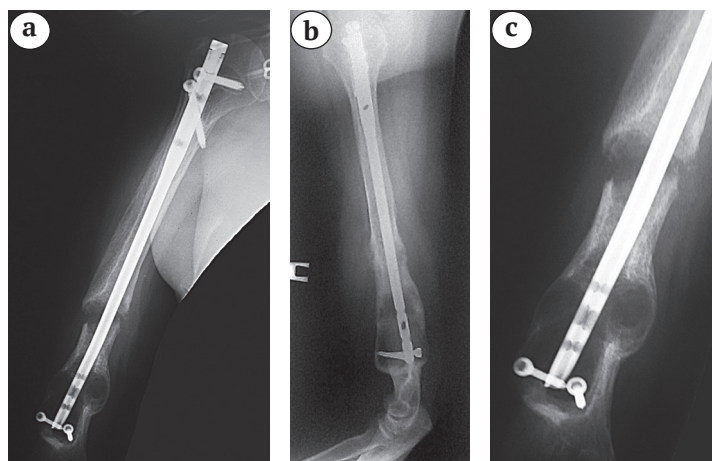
Рентгенограммы правой плечевой через 3 года после операции: а — в прямой проекции; б — в боковой; с — прицельная рентгенограмма дистального отдела. Визуализируется миграция интрамедуллярного стержня, дистальных винтов; ложный сустав диафиза плечевой кости и многокамерное новообразование в дистальном отделе
